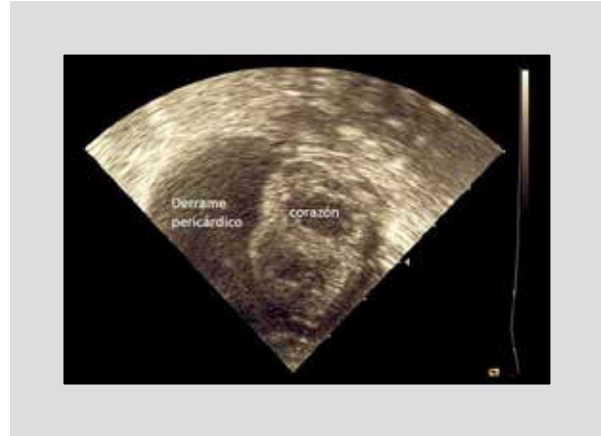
Ecocardiograma en eje corto ventricular.
